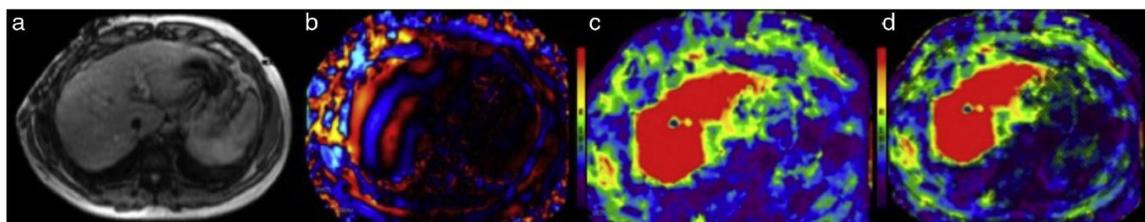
Imágenes de la elastografía por resonancia magnética: a) imagen de referencia, b) mapa de ondas, c) elastograma, d) elastograma con rejilla sobrepuesta que marca los límites del área de seguridad para efectuar las mediciones.
